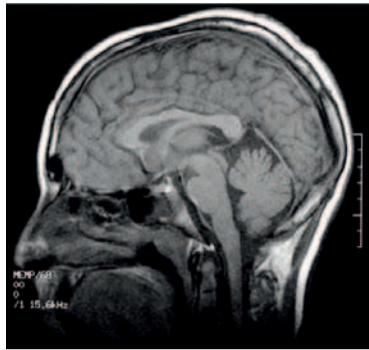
RMN del complesso naso etomoidale in un bambino di 13 anni.
